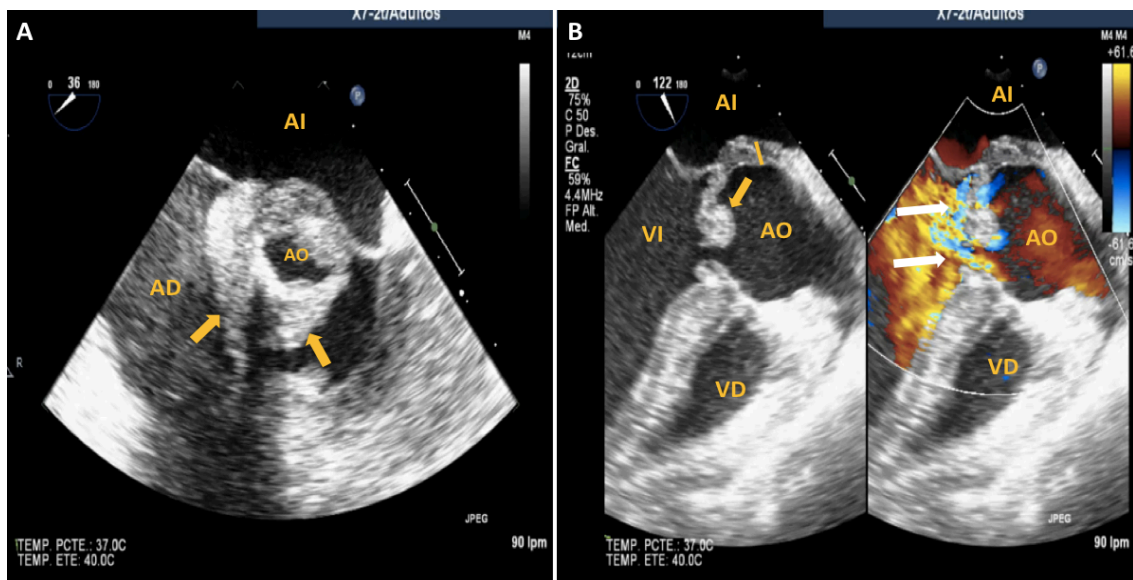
Imagen de ecocardiograma transesofágico. A) Imagen sobre válvula aórtica (36 grados) donde se objetiva la imagen de una válvula desestructurada, con los velos muy engrosados y recubiertos por vegetaciones de gran tamaño (flechas). B) Imagen a 120 grados donde se objetiva una insuficiencia aórtica severa, con varios jets de regurgitación (flechas blancas), fruto de la perforación valvular. Se objetiva engrosamiento perivalvular, a nivel de la unión mitroaórtica (línea recta) y velos aórticos engrosados por la masa de vegetación (flecha).
